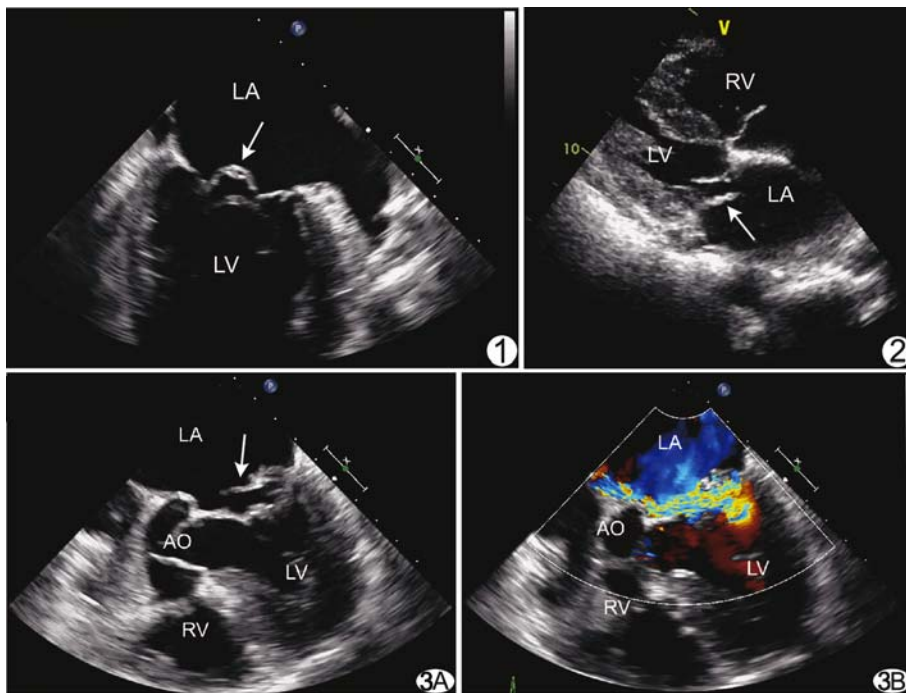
TEE 中食道两腔心切面 可见二尖瓣后叶呈吊床样脱垂,箭示脱垂的瓣叶 (LA:左心房;LV:左心室) 图 2 TTE 胸骨旁左心室长轴切面 可见二尖瓣后叶呈倾斜状脱垂,箭示脱垂的瓣叶 (LA:左心房;LV:左心室;RV:右心室) 图 3 TEE 中食道五腔心切面 A. 二维超声可见二尖瓣后叶呈倾斜状脱垂,箭示脱垂的瓣叶; B. 彩色多普勒示二尖瓣房侧见大量沿二尖瓣前叶走行的偏心性反流信号 (LA:左心房;LV:左心室;AO:主动脉;RV:右心室)
